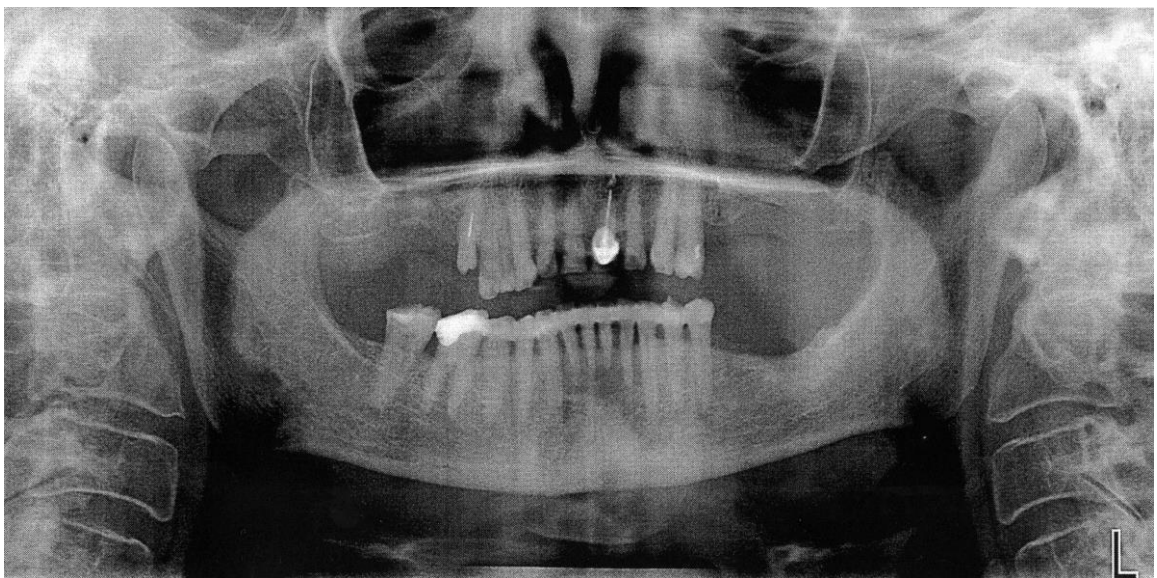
Ортопантомограма хворої Ш. через 3 роки після шинування АВШС з «Полігласом». Часткове відновлення кісткової тканини альвеолярного відростку у межах кісткових кишень у ділянці 31, 34, 35, 43, 44, 45 зубів, ущільнення міжальвеолярних перегородок у ділянках збережених зубів
